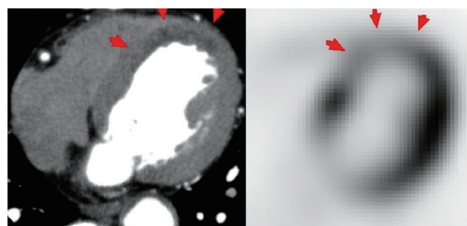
心内膜下梗塞症例の心臓 FDG-PET と造影 CT 心筋灌流画像。
